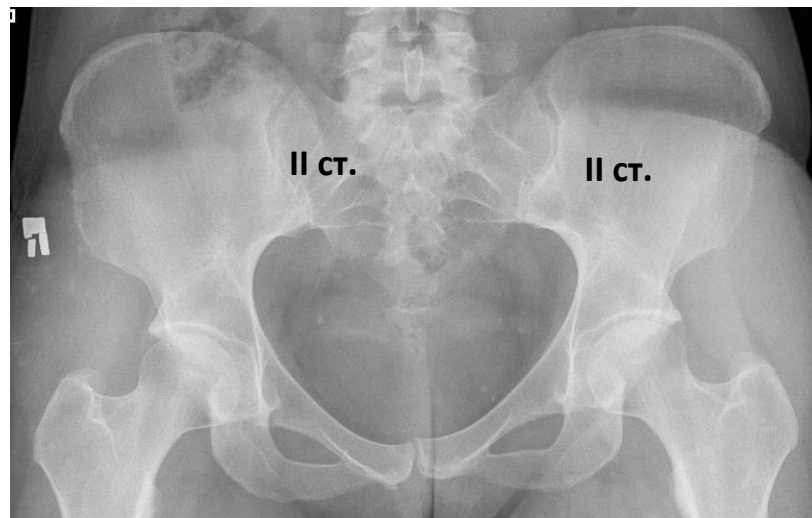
Рентгенография костей таза пациентки Д. через 1 год наблюдения
